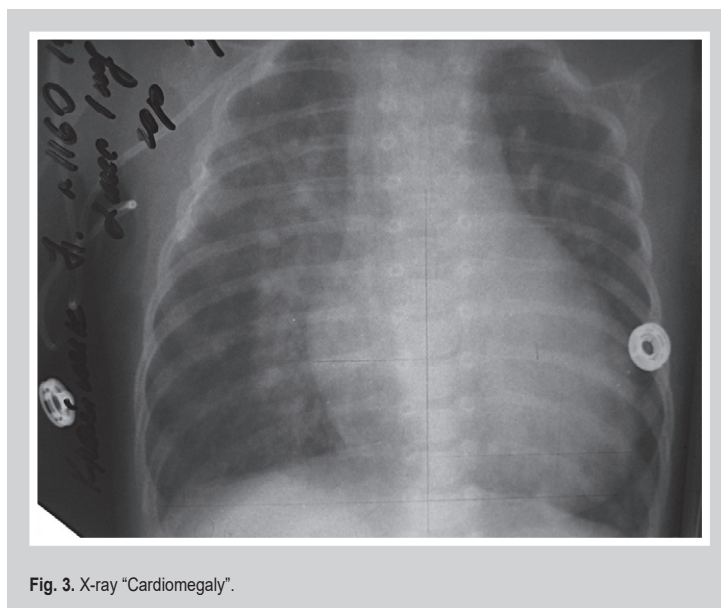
X-ray "Cardiomegaly".
